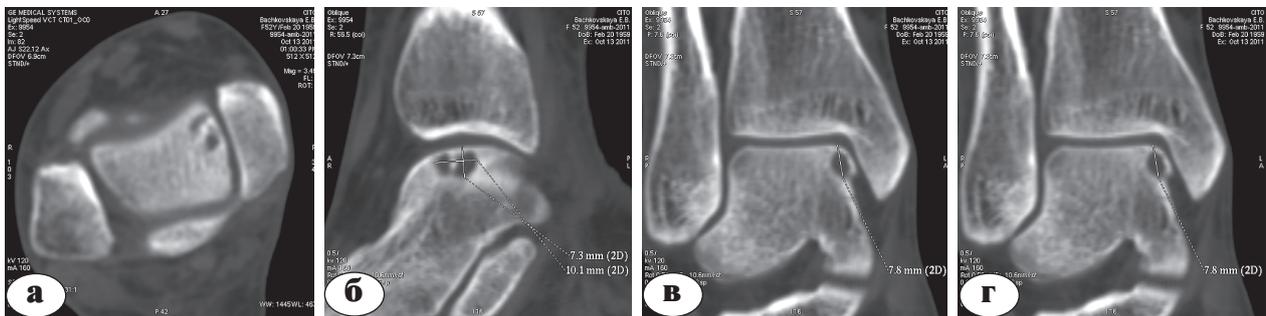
Томограммы правого голеностопного сустава пациентки Б., 53 лет – дегенеративные субхондральные кисты внутренней поверхности блока таранной кости: а – горизонтальный срез на субхондральном уровне; б – сагиттальный срез через центр дефекта; в – горизонтальный срез на глубине 8 мм; г – фронтальный срез через центр дефекта
